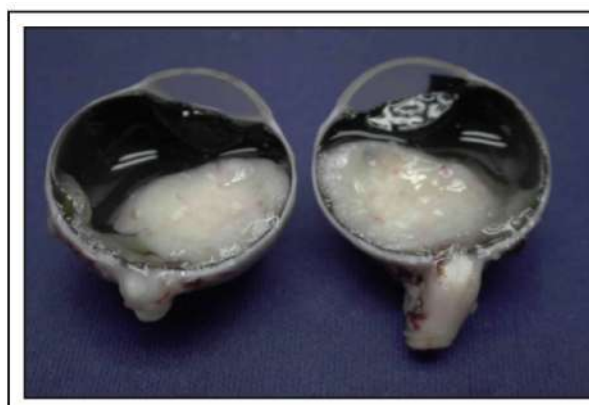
Aspecto do corte histológico macroscópico do tumor mostrado ecograficamente na figura 7.
